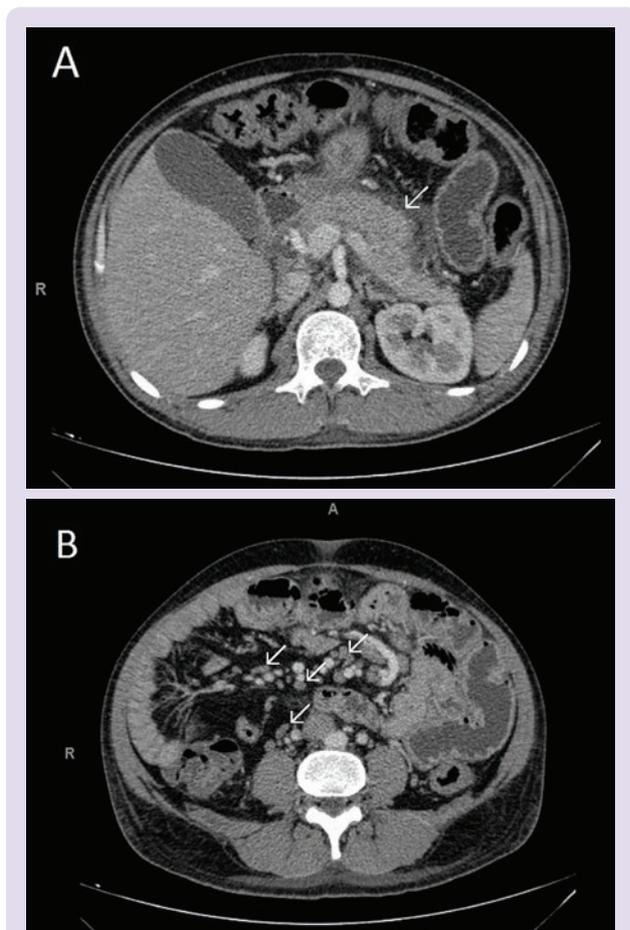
Tomografia Computadorizada de abdome do paciente, com evidência de: A) Borramento e densificação da gordura peripancreática, com acúmulos líquidos adjacentes, sem evidentes coleções associadas (seta branca); B) Distensão e espessamento difuso de alças entéricas, além de linfonodos abdominais proeminentes (periórticos, peripancreáticos e notadamente mesentéricos), medindo até dois centímetros (setas brancas).
